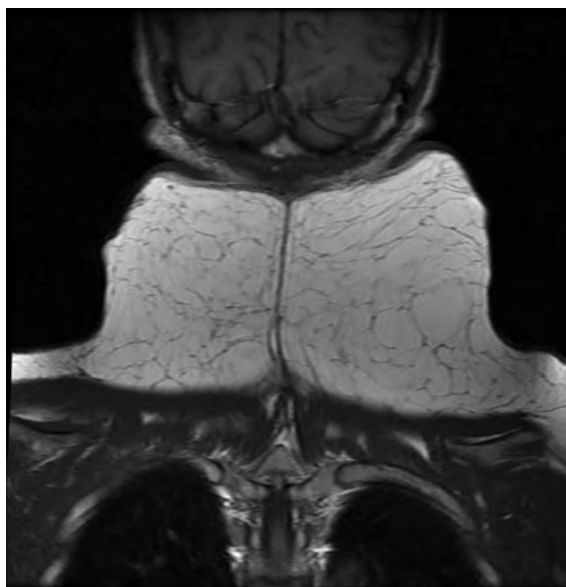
Магнитно-резонансная томография шеи больного Т., 63 года
